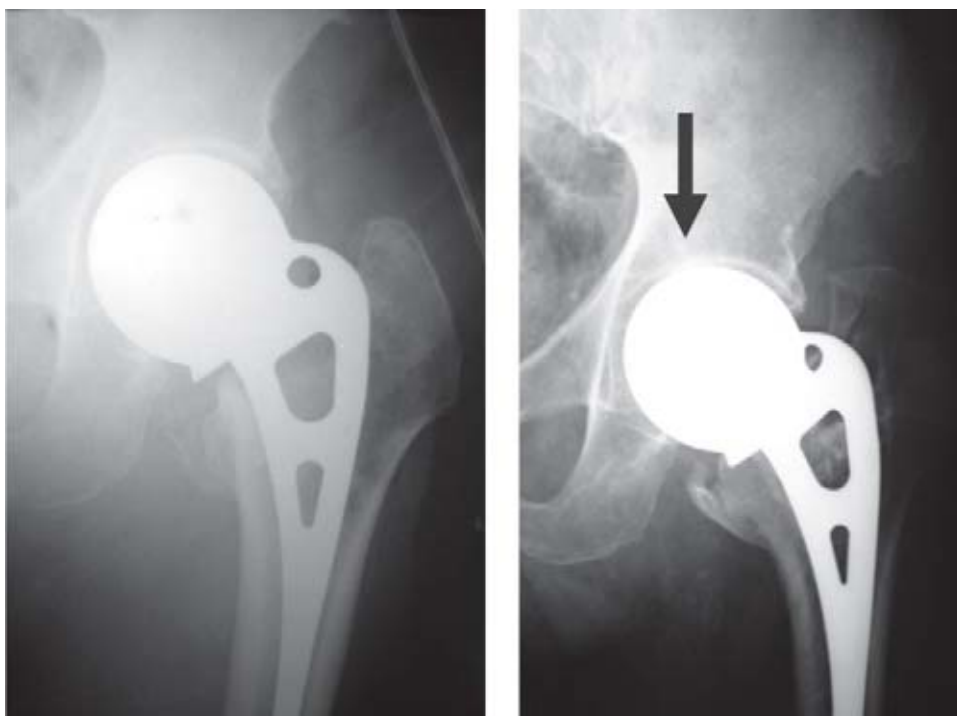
Radiografía de postquirúrgico inmediato y otra a los 3 años con evidente desgaste en el acetábulo.
